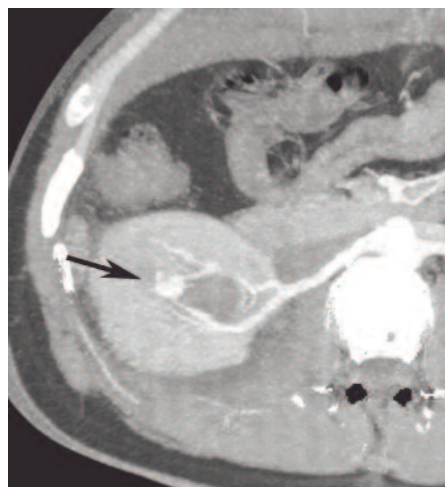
КТ с болюсным контрастным усилением в аксиальной проекции, проекция максимальной интенсивности. Стрелкой обозначена артериовенозная аневризма ветви правой почечной артерии, определяется ранний сброс контраста в вену
